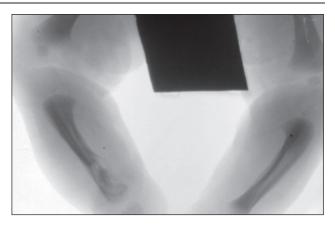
Рентгенограмма костей обеих голеней новорожденного Г. на 2-е сутки после рождения.
